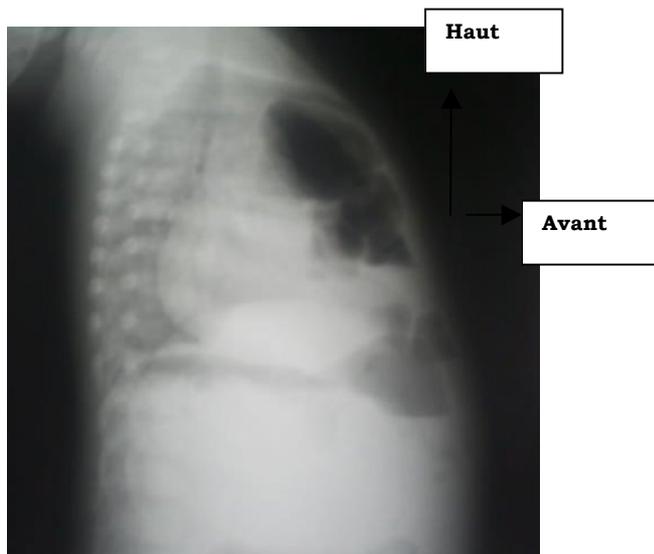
radiographie pulmonaire de profil
